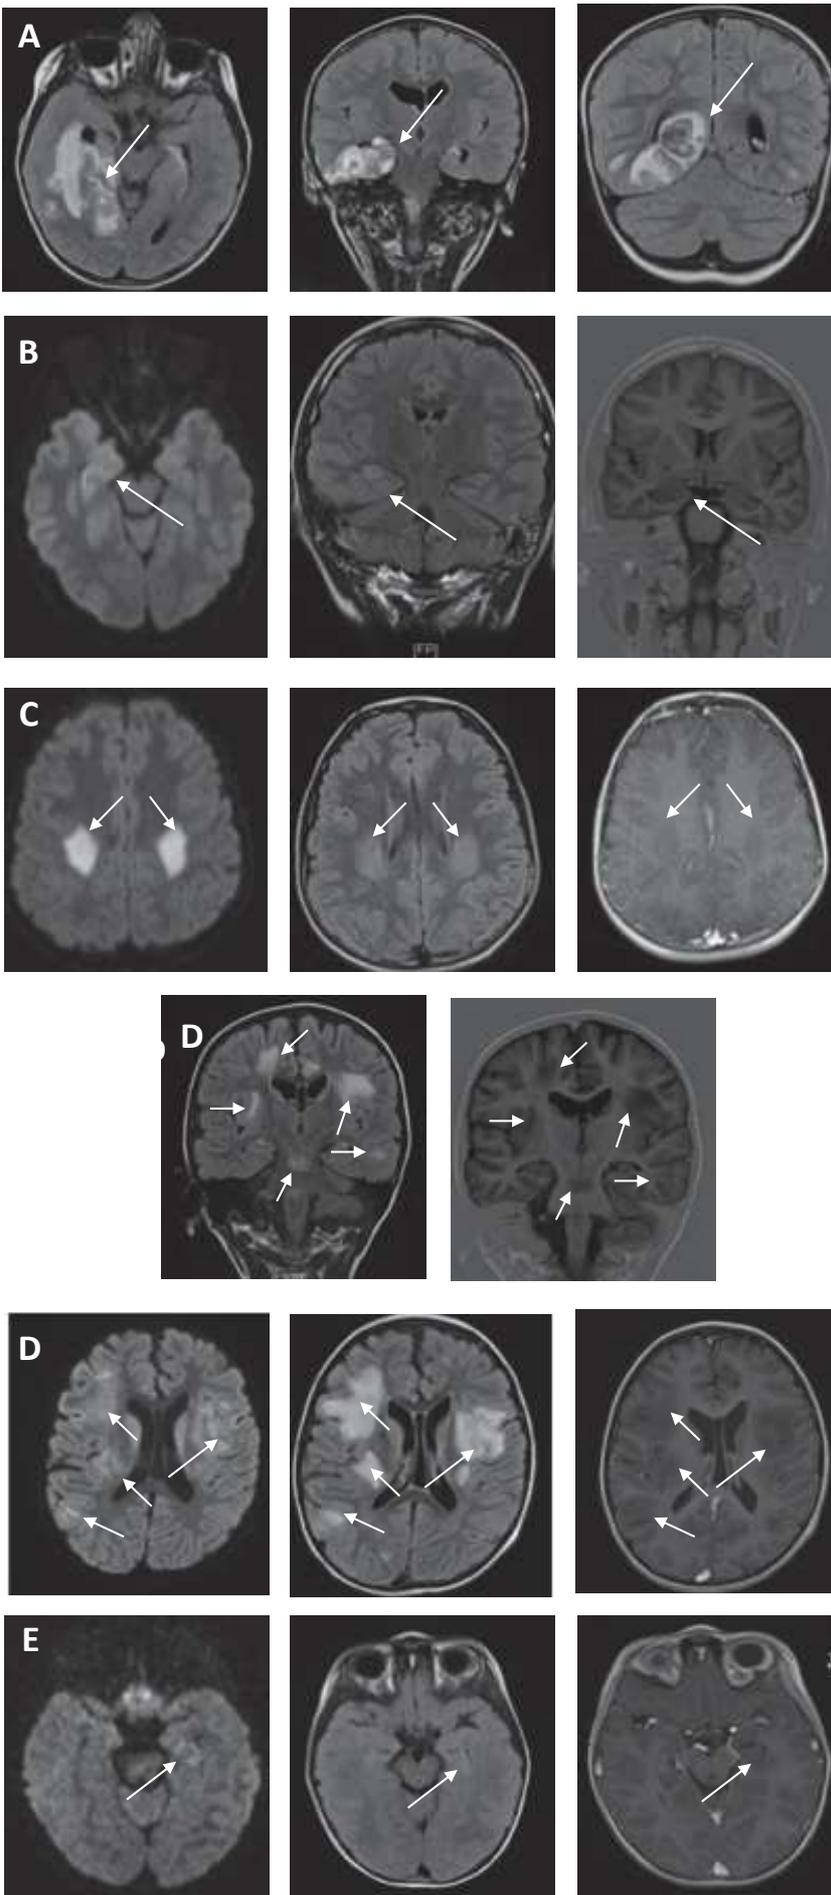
IRM caractéristiques de certains patients atteints d'encéphalites auto-immunes.
